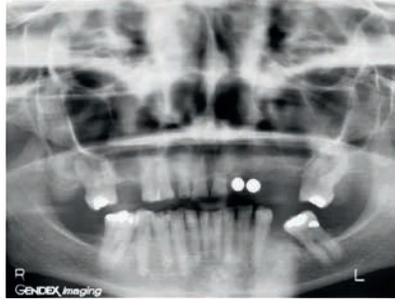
Links: Präoperatives Röntgenbild vor Implantation Regio 22, 23; Rechts: klinische Situation am 7. postoperativen Tag.
